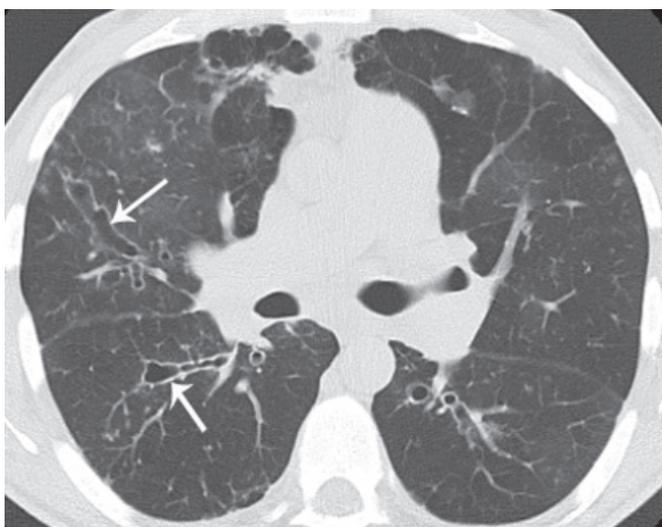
МСКТ (уровень правой легочной артерии). Стрелками обозначены мешковидные бронхоэктазы, в передних отделах — крупные кисты.
